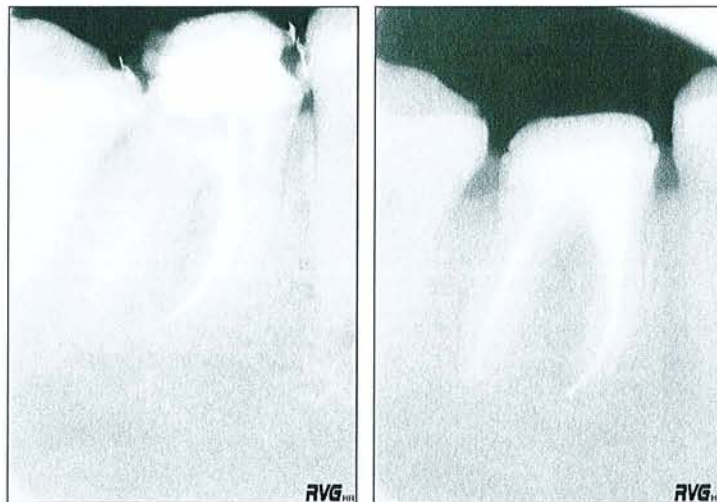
radiographies avant et après l'intervention.
